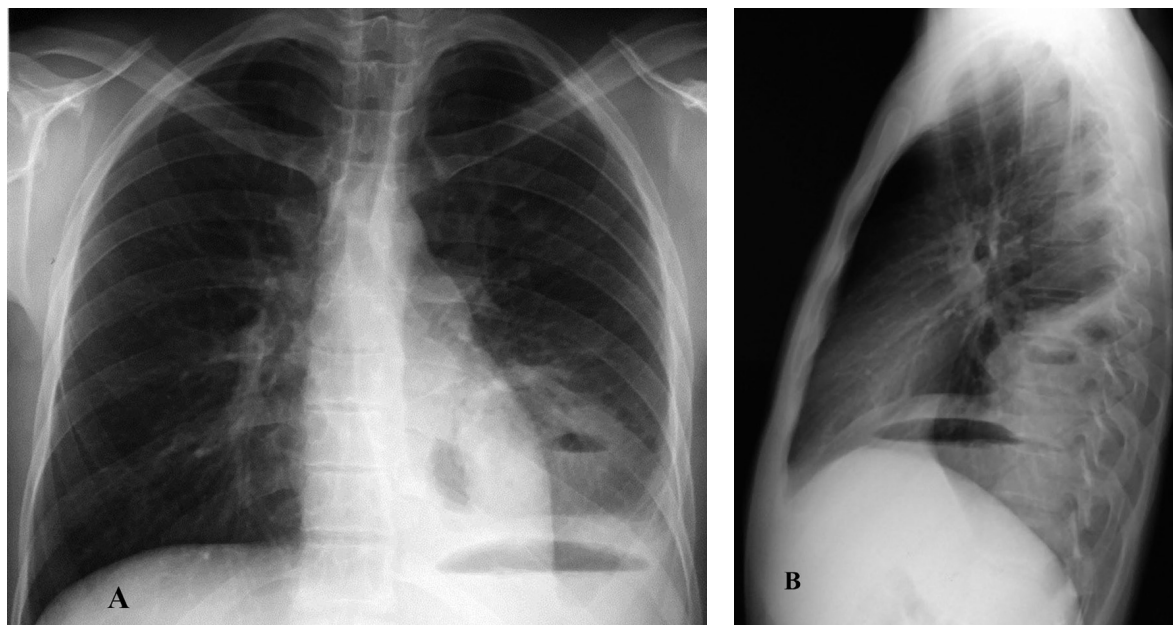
Radiografia toracelui la același pacient (cazul 1). Peste 2 ani, revine în clinica de pneumologie cu sindrom toxico-infecțios (febră 39°C, PCR – 192 mg/l), dureri în hemitoracele stâng, tuse cu expectorații muco-seroase, CD_4^+ 47 μl^{-1} , ARN HIV 4 mln copii/ml. Tratament antiretroviral întrerupt de 1 an. Radiologic (Figura 4A și 4B) – abces pulmonar multicameral, cu destrucție și conținut hidroaeric în segmentele bazale, lob inferior stâng, focare infiltrative adiacente. Sputa și spălăturile alveolo-bronșice negative la fungi și *M. tuberculosis*, iar cultura pe medii selective pe bază de agar – pozitivă pentru *Klebsiella pneumoniae* 10⁶ UFC/ml, rezistentă la doxiciclină. S-a prescris tratament antibacterian cu cefuroxim, ciprofloxacină și metronidazol; cotrimoxazol în doza profilactică.
